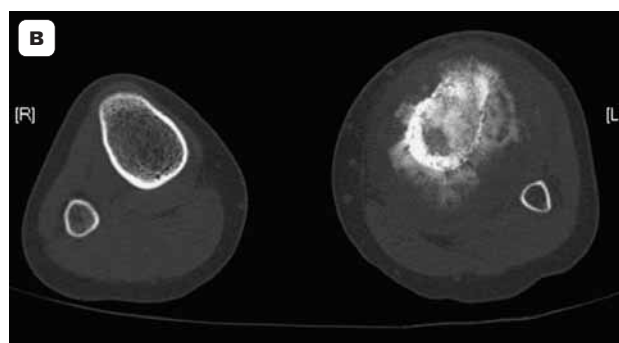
Смешанный вариант остеогенной саркомы, остеобластическое поражение проксимального метадиафиза большеберцовой кости с наличием очагов деструкции и выраженной периостальной реакцией. а – рентгенограмма коленного сустава в прямой проекции; б – рентгенограмма коленного сустава в боковой проекции; в – спиральная компьютерная томограмма голени в аксиальной проекции.
